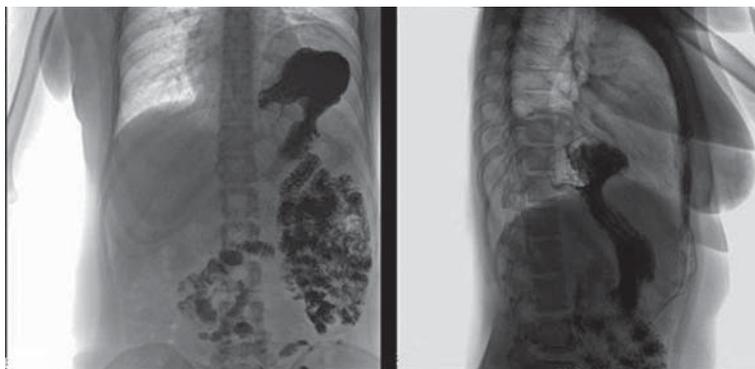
Рентгенологическая картина диафрагмальной грыжи у пациентки А.
